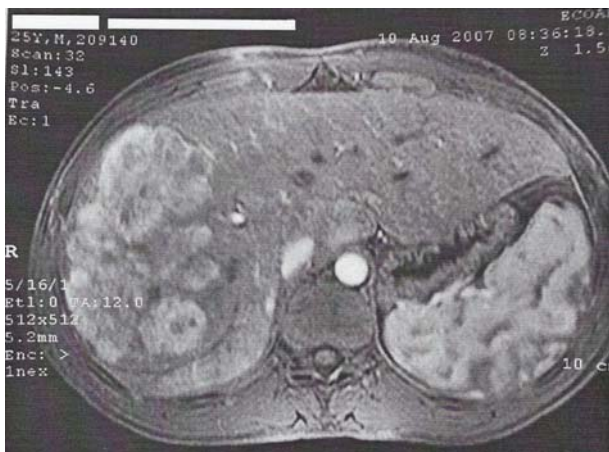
Ressonância nuclear magnética mostrando massa tumoral em lobo hepático direito, medindo, aproximadamente, 13,5mm X 8,5mm.
